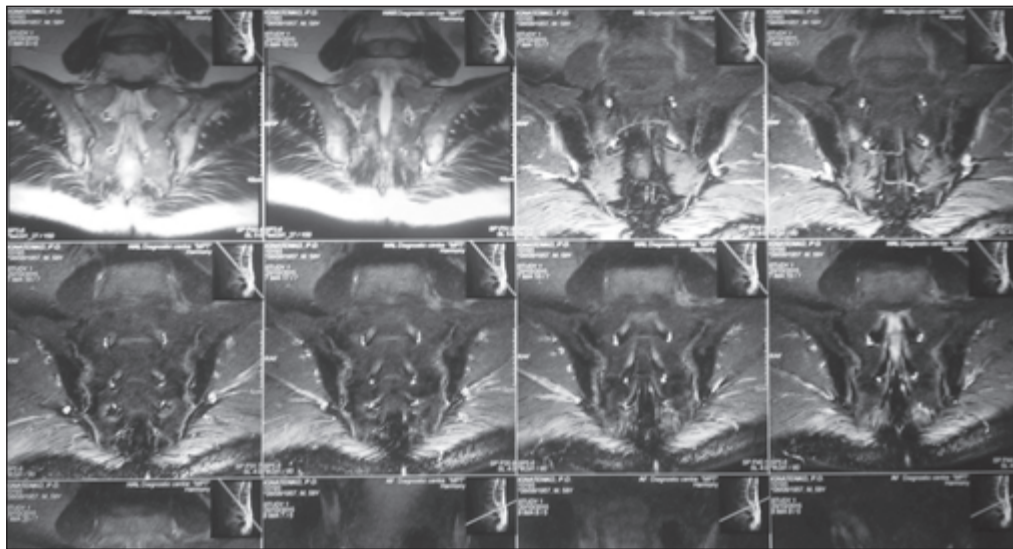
МРТ крижово-клубових суглобів.
